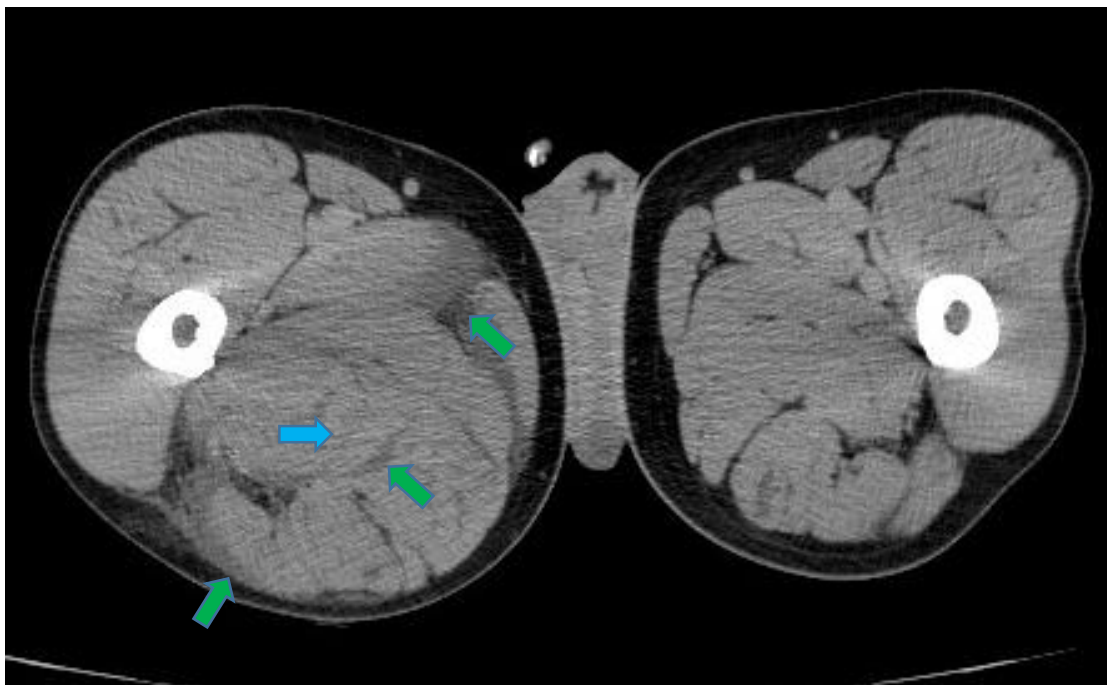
Imágenes axiales de TC con contraste iv. Edema difuso de la musculatura del compartimento interno del muslo derecho (flechas azules), con borramiento parcial de los planos grasos que delimitan los diferentes grupos musculares y engrosamiento de la fascia intermuscular y profunda (flechas verdes).
